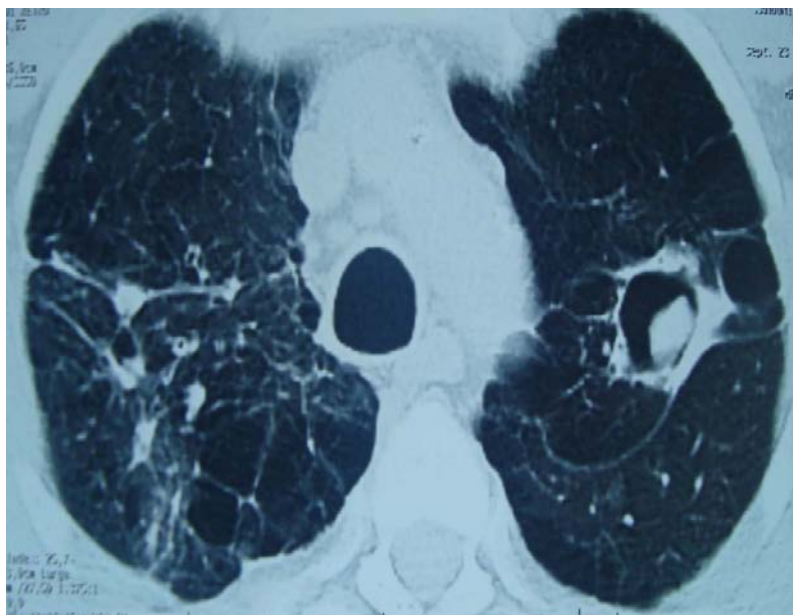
TDM thoracique en fenêtre parenchymateuse montrant une image en grelot siégeant au niveau du lobe supérieur gauche.
